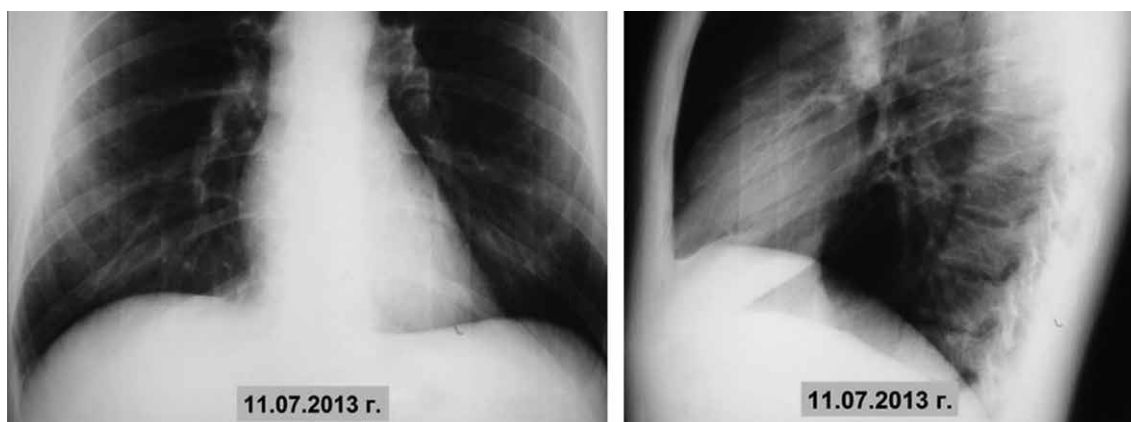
Рентгенограммы органов грудной клетки перед проведением ГИБТ
